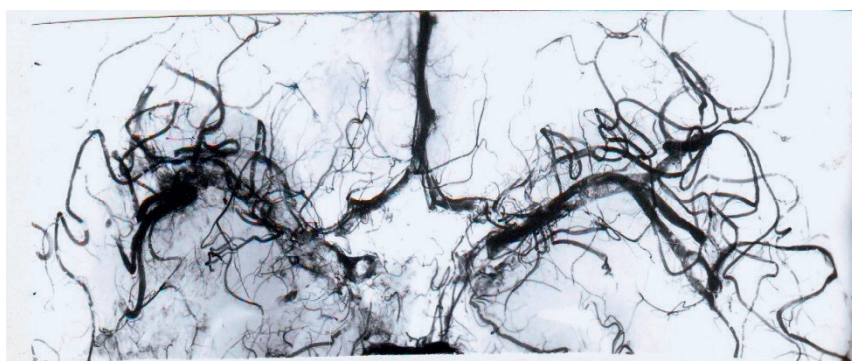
Средние и передние мозговые артерии с выраженным атеросклеротическим поражением. Метод поверхностно-послойной относительно стереоскопической рентгенографии. Артерии заполнены свинцовыми белилами
